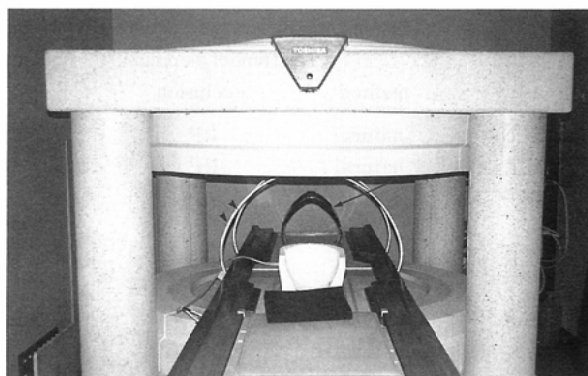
The MR system used in this study has an iron-yoke permanent magnet and an open gantry design (ACCESS, Toshiba America MRI Inc.). The transmission coil (arrowheads) and the solenoid-type coil (arrow) used in this study can be seen inside the gantry.
